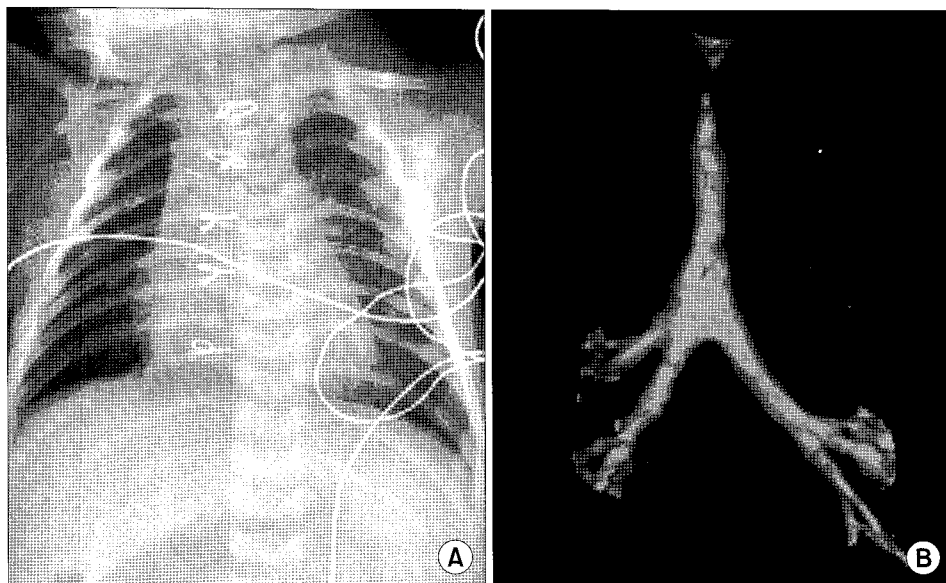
(A) Postoperative chest radiograph shows improvement of emphysema. (B) Postoperative 3-dimensional computed tomography shows no residual stenosis.
